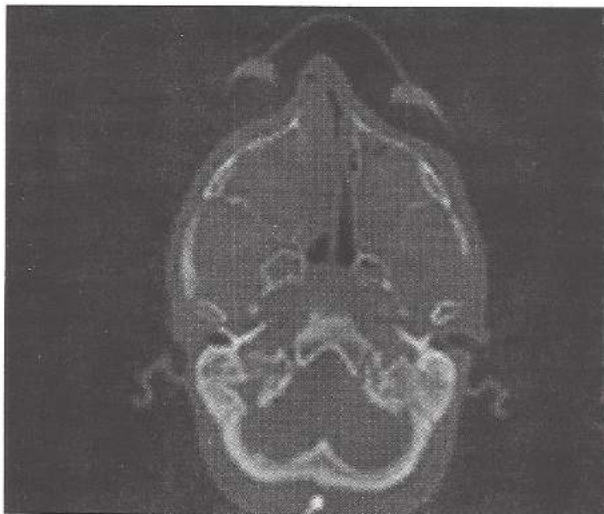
TC: corte axial.
